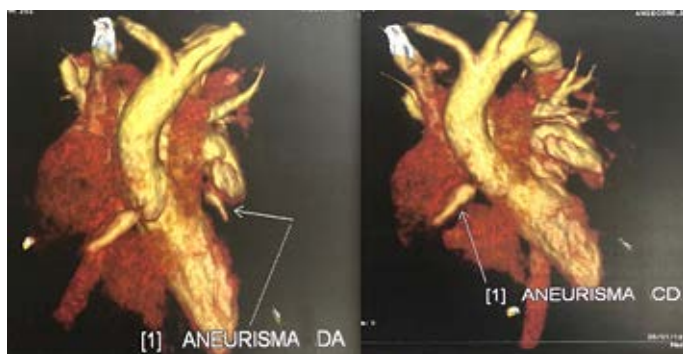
Angiotomografía de corazón y de grandes vasos: aneurismas fusiformes en arterias coronaria derecha y descendente anterior en sus segmentos proximales.
